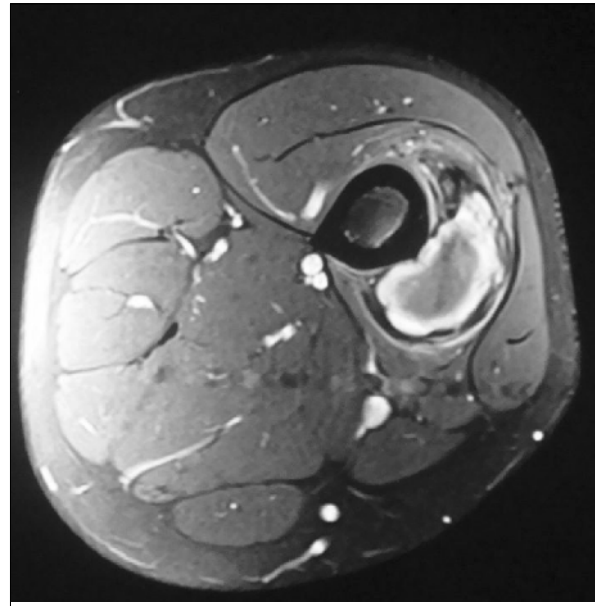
Resonancia nuclear magnética, corte transversal.
